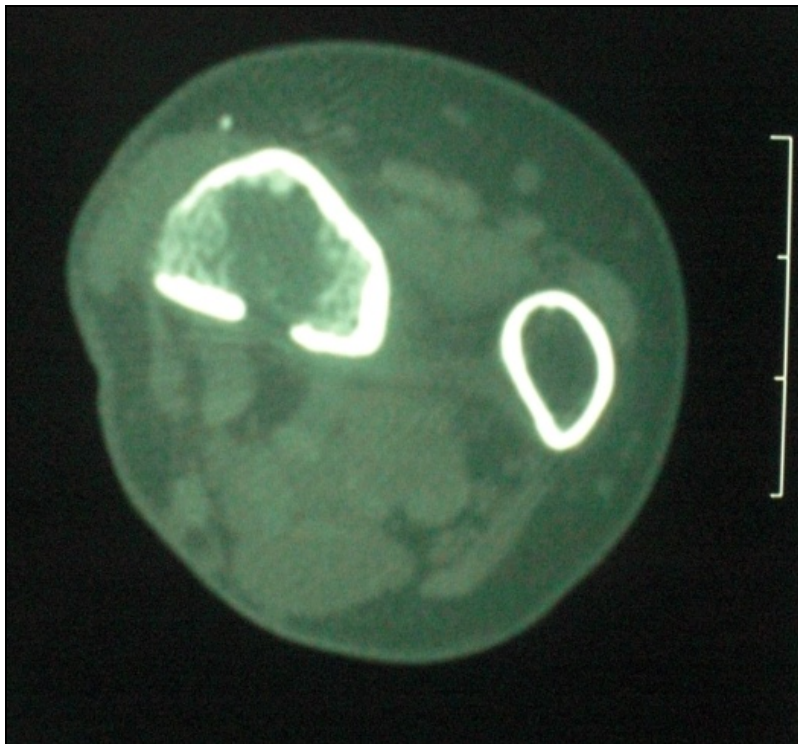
Corte axial de TC de TCG de radio distal que muestra la rotura de la cortical ósea.
